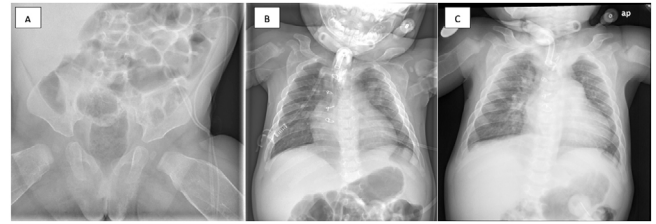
Radiografías después del trasplante y del fin de tratamiento con prostaglandinas. A) A los 3 meses, B) a los 4 meses, C) a los 6 meses. En ellas se sigue observando hiperostosis y ensanchamiento de los huesos, sin mejoría ni resolución tras el cese de las prostaglandinas. Las vértebras y pelvis no parecen estar afectadas. Tampoco se observa afectación mandibular.
